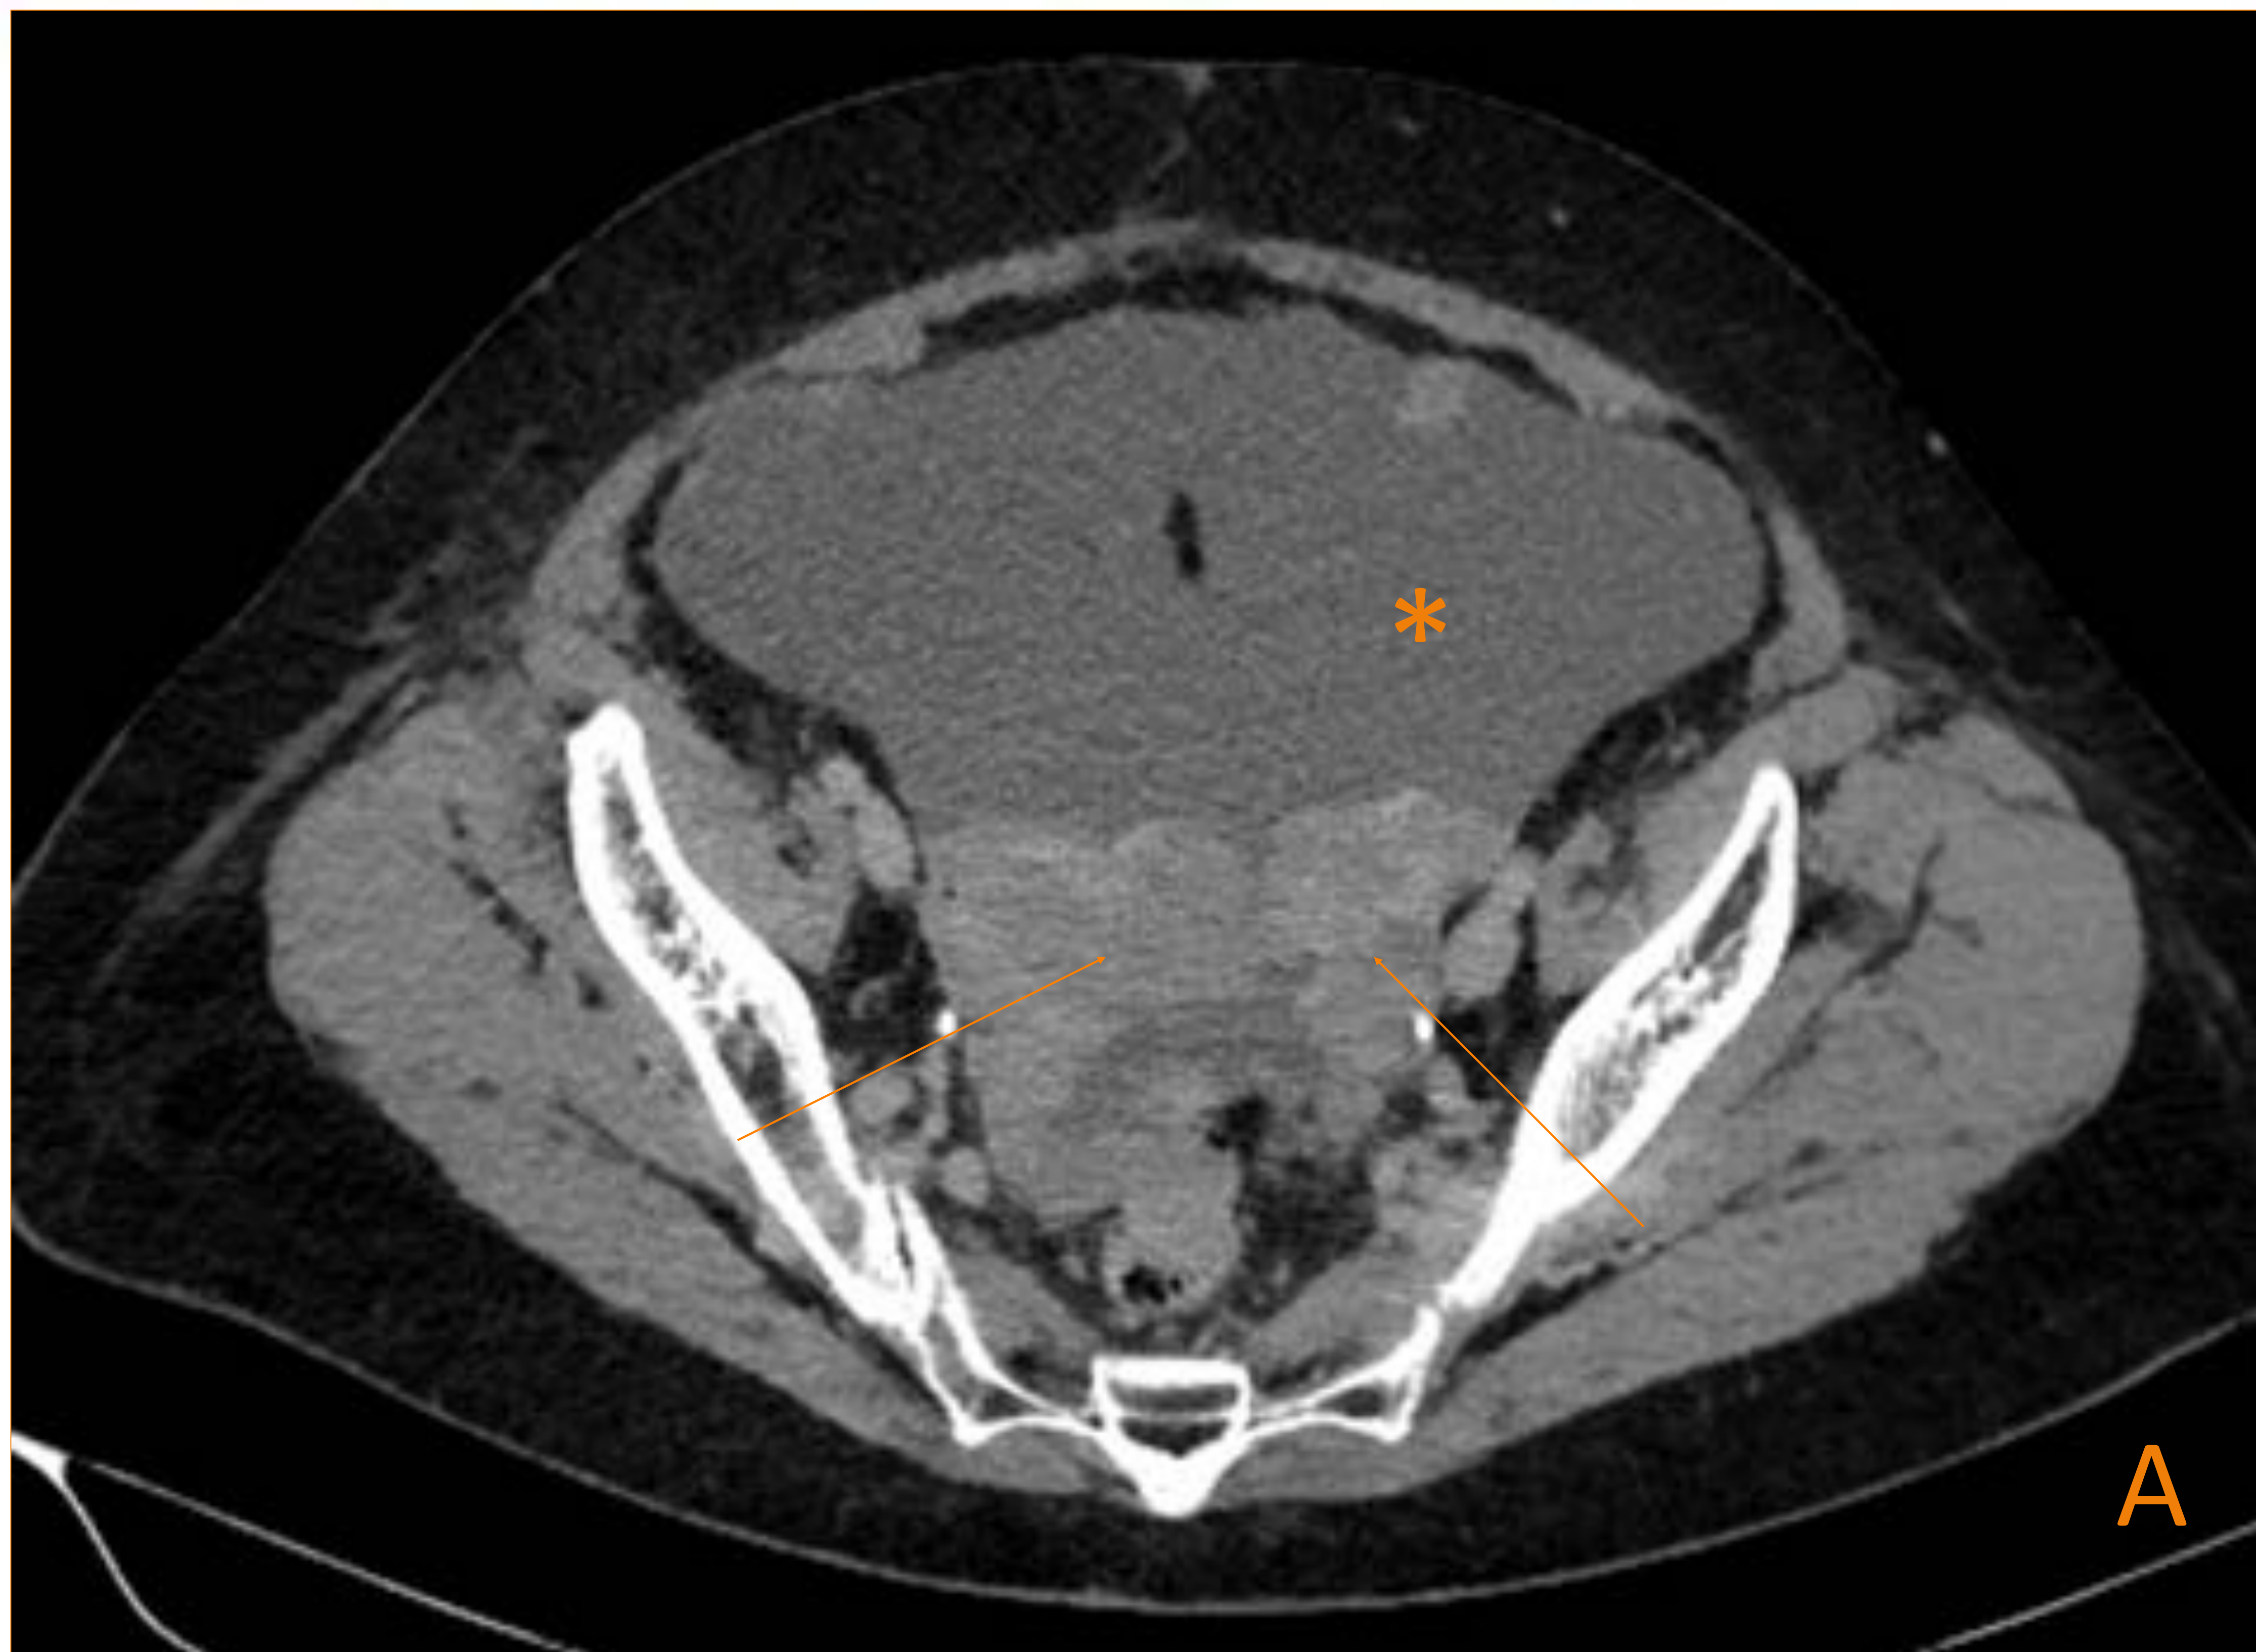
Paciente de 70 años con Carcinoma seroso de ovario de alto grado: A) TAC con contraste que muestra lesiones ováricas sólidas bilaterales con abundante ascitis (*). B) Nodularidad del tejido graso mesentérico en relación con carcinomatosis peritoneal.
